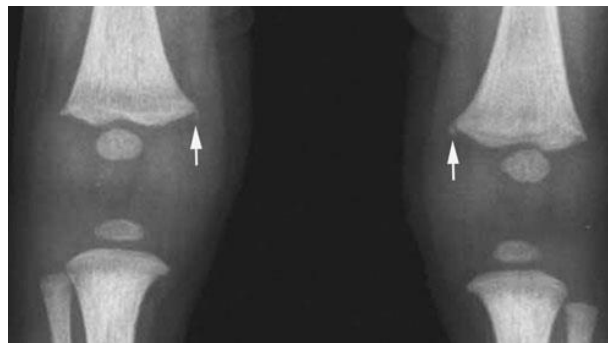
Radiografia antero-posterior dos joelhos de uma criança submetida a MT, a qual revelou fraturas bilaterais de canto (setas) na face medial do fêmur distal. (20)
